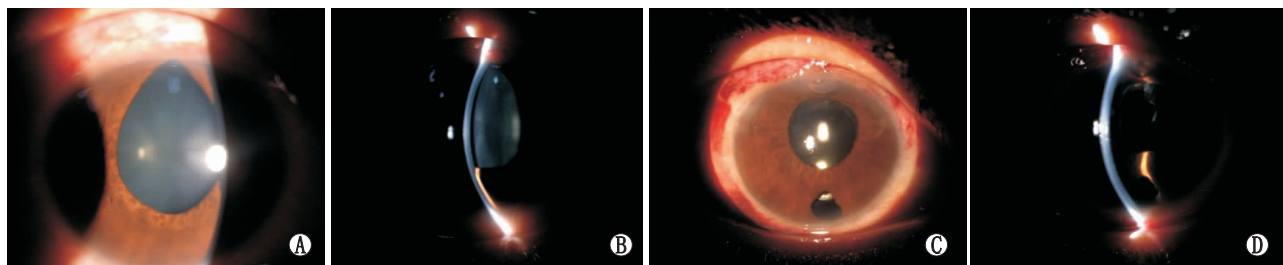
典型患者白内障超声乳化吸出+人工晶状体植入+虹膜周边前后节沟通术前后对比。患者,女,54岁,抗青光术后发生恶性青光眼,术前BCVA 0.10,眼压26 mmHg,术后BCVA 0.40,眼压12 mmHg。A:患者瞳孔向上方移位;B:患者前房浅;C:患者术后眼前节照片,瞳孔类圆形,虹膜周边前后节沟通孔通畅;D:患者前房加深
